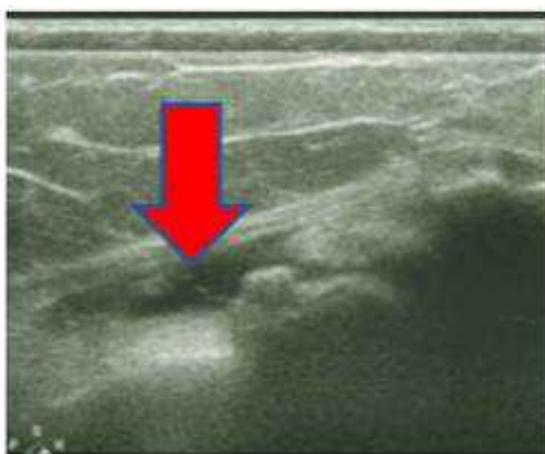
Наличие явлений подсвязочного бурсита (латеральная коллатеральная связка) на фоне наличия остеофитов и экструзии латерального мениска до начала локальной терапии *Сфера®ГЕЛЬ*.
